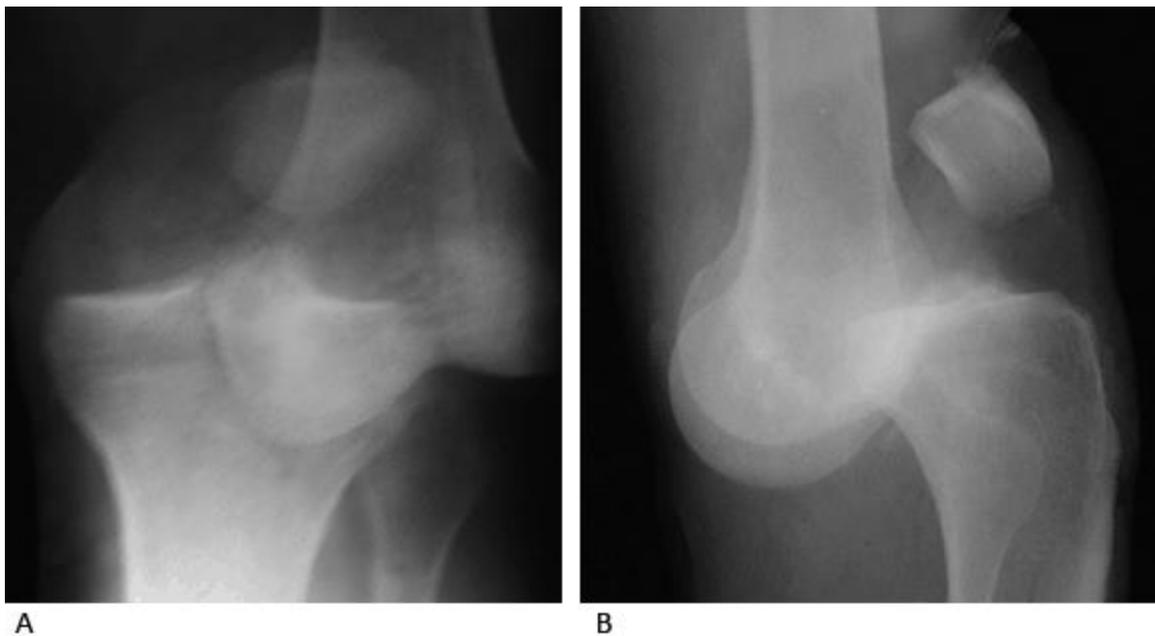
Radiografía anteroposterior (A) y lateral (B) donde se observan desplazamiento medial de la tibia en el plano anteroposterior.
